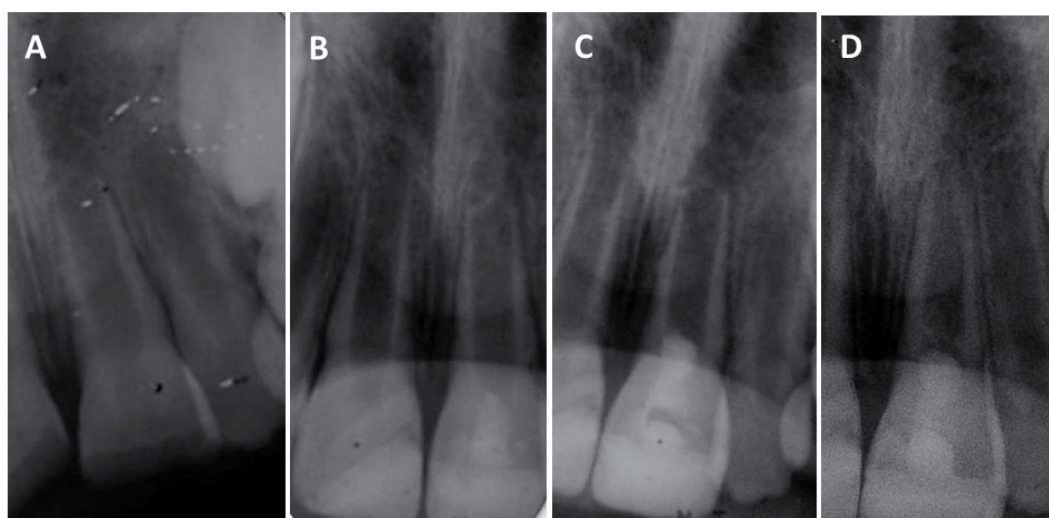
Radiografía inicial (A); radiografía después de la inserción de la MIC de pasta triple-antibiótica (B); después de estimular el coágulo sanguíneo, colocación de membrana reabsorbible y MTA (C); control a los 10 meses (D).
